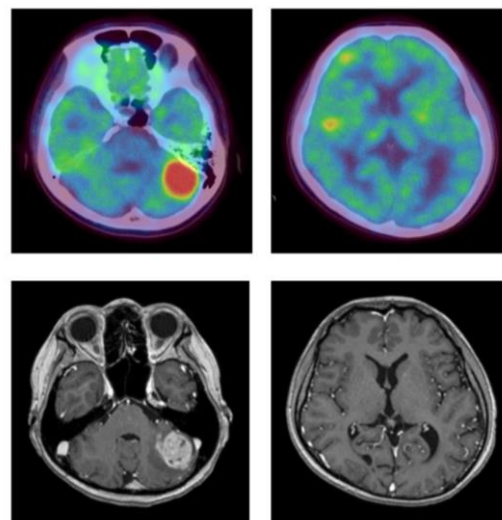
^{64}Cu -ATSM PET(上)と造影 MRI(下)
